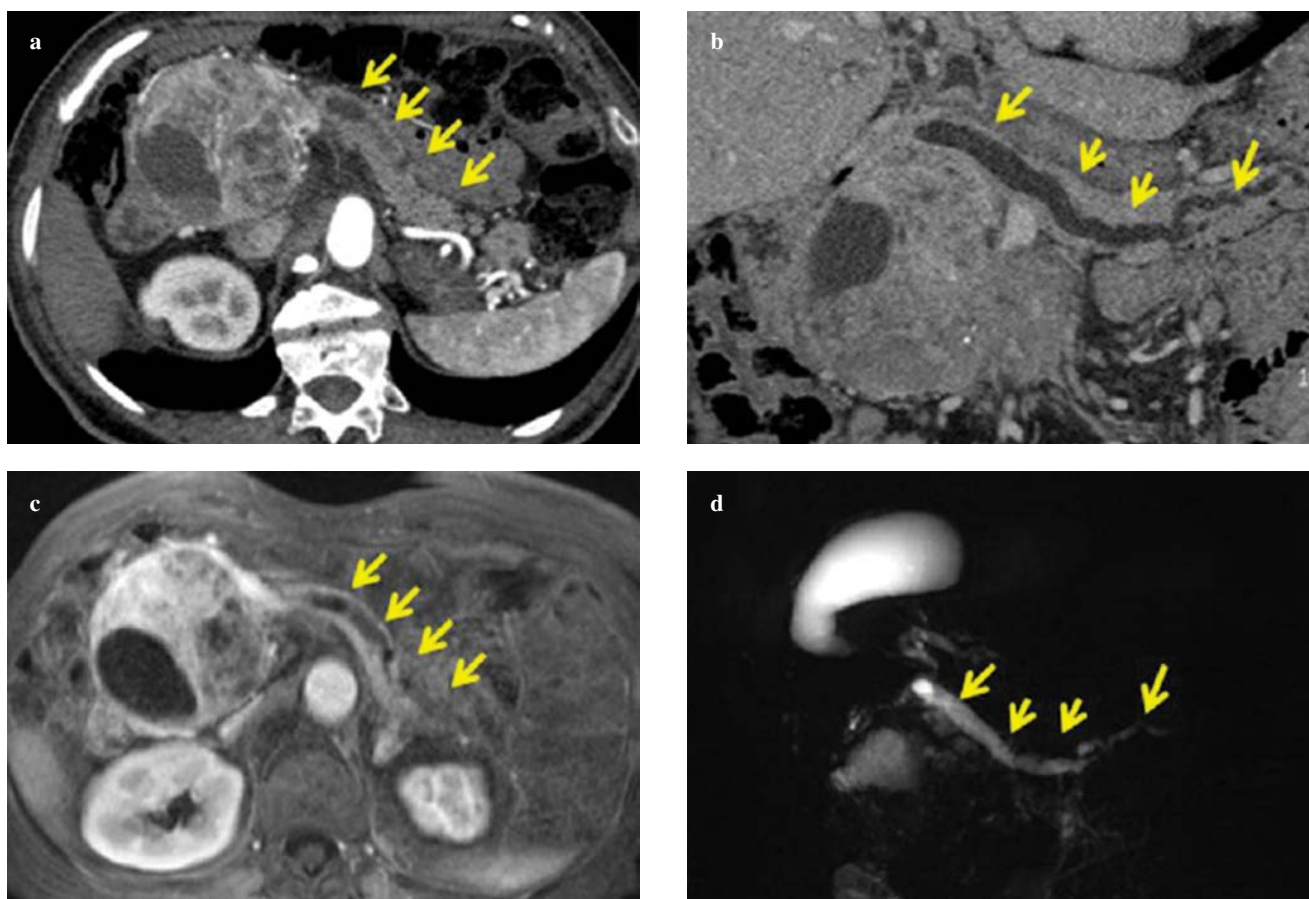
Involvement of main pancreatic duct. A large tumour is appreciable in the pancreatic head region with upstream dilatation of the main pancreatic duct and associated atrophy of the pancreatic parenchyma (arrows). These findings are well depicted on contrast-enhanced MDCT axial images (a) and paracoronaral maximum intensity projection (MIP) reconstructed images (b) and on contrast-enhanced axial MRI (c) and heavily T2-weighted thick-slab MR cholangiopancreatographic images in the coronal plane (d). This last sequence also shows dilatation of the biliary tree and gallbladder.
